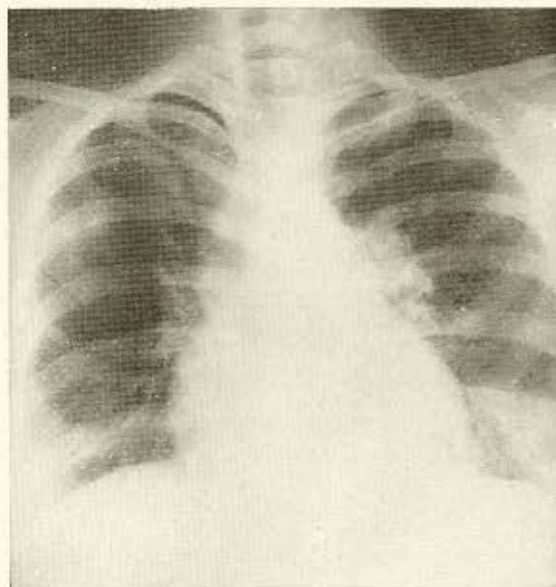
(caso nº 2) — Telerradiografia de 9-9-54 — Infiltrados na região infraclavicular direita.
